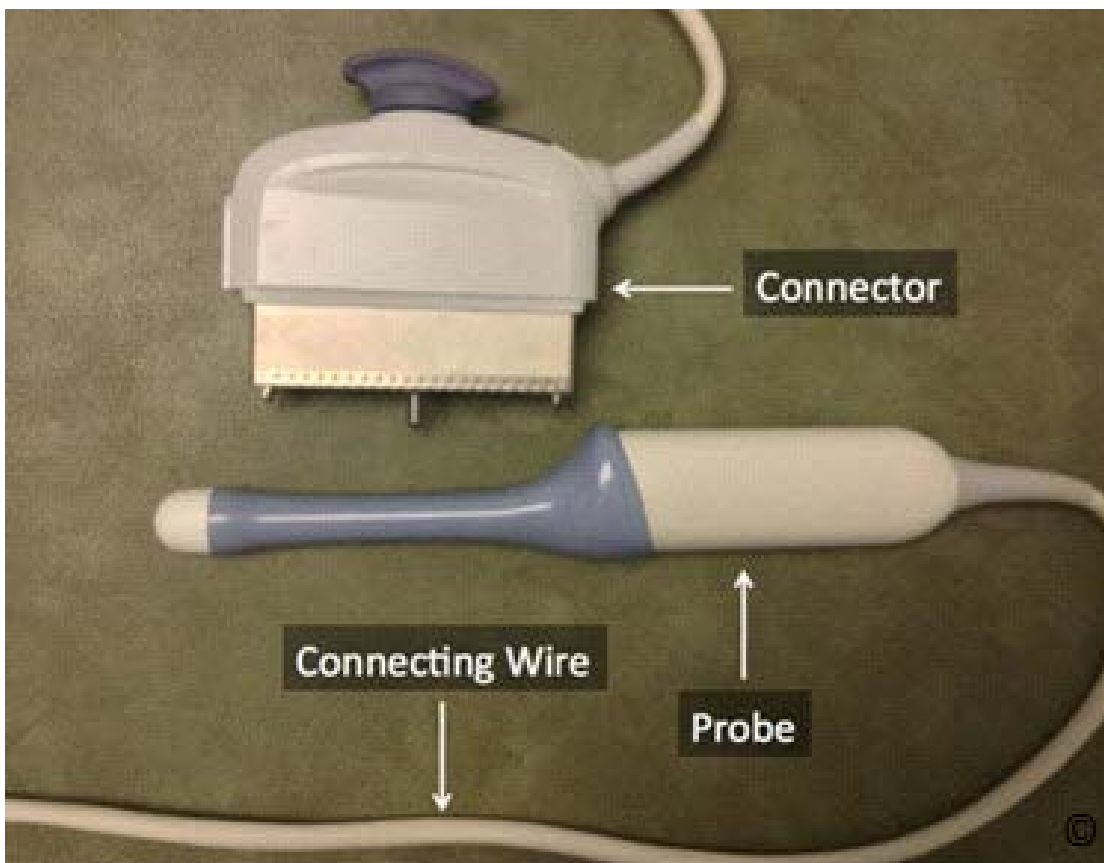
Transductor de ultrasonido transvaginal: Observe sus componentes que incluyen la sonda (ver figura 14.1), un cable de conexión y un conector (rotulado). Ver texto para más detalles.
